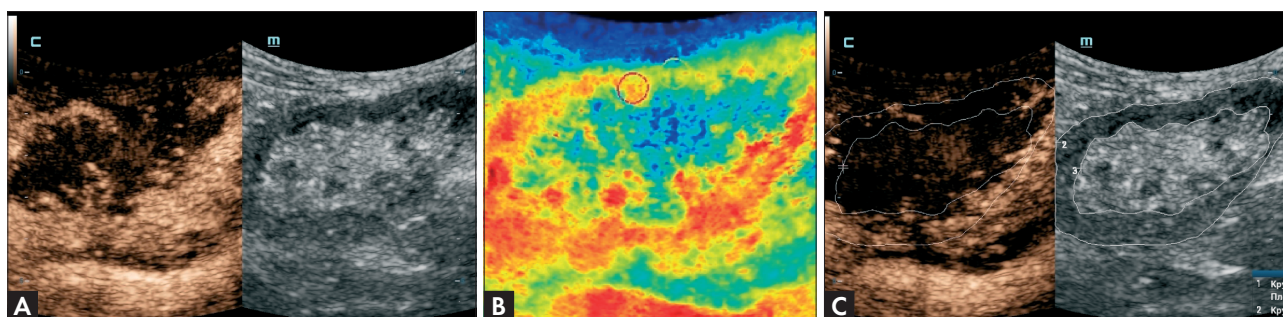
(А) КУУЗИ. Качественная оценка перфузии, период поступления контрастного препарата (21 сек после введения).
